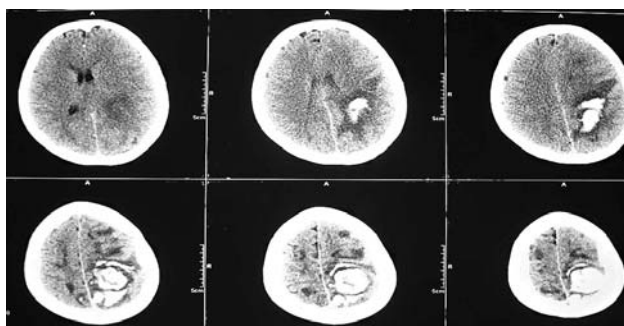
КТ больной до операции. Выявляется гематома левого полушария мозга.
